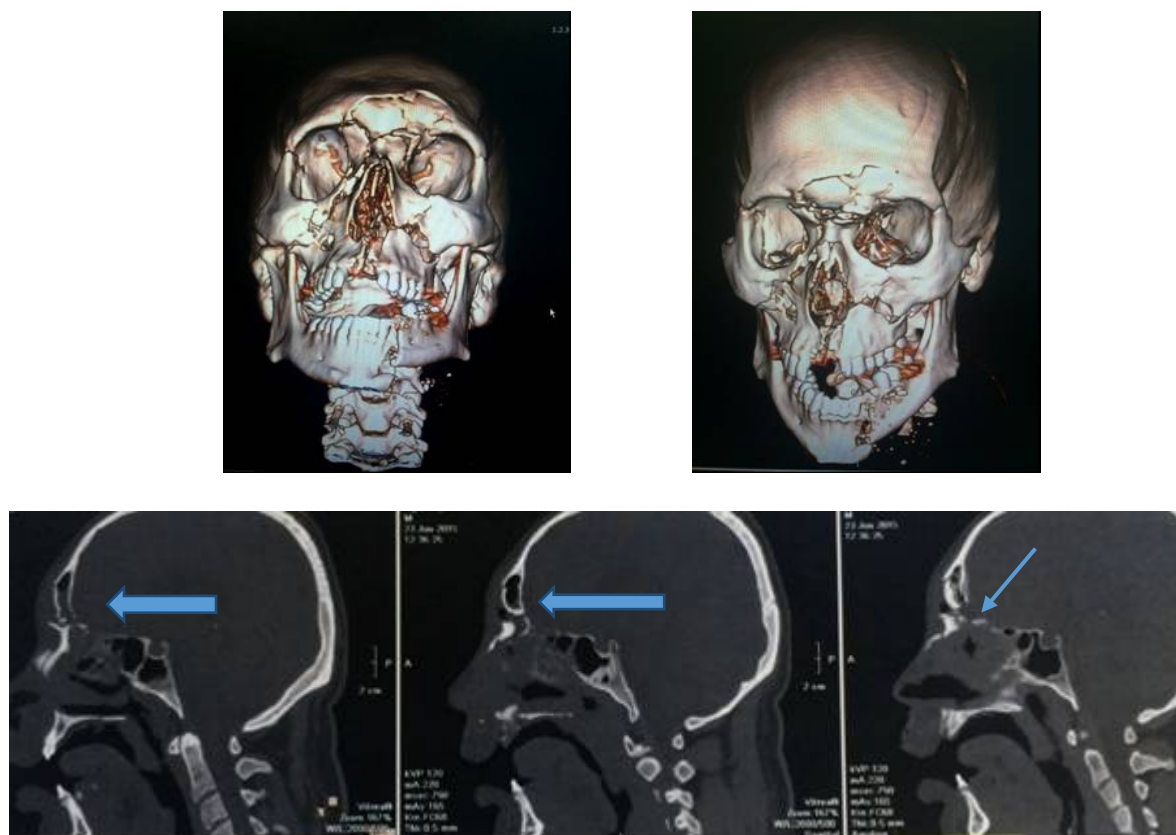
КТ пациента Б. до операции. Посттравматический дефект передней черепной ямки на сагиттальных КТ сканах указан стрелкой
